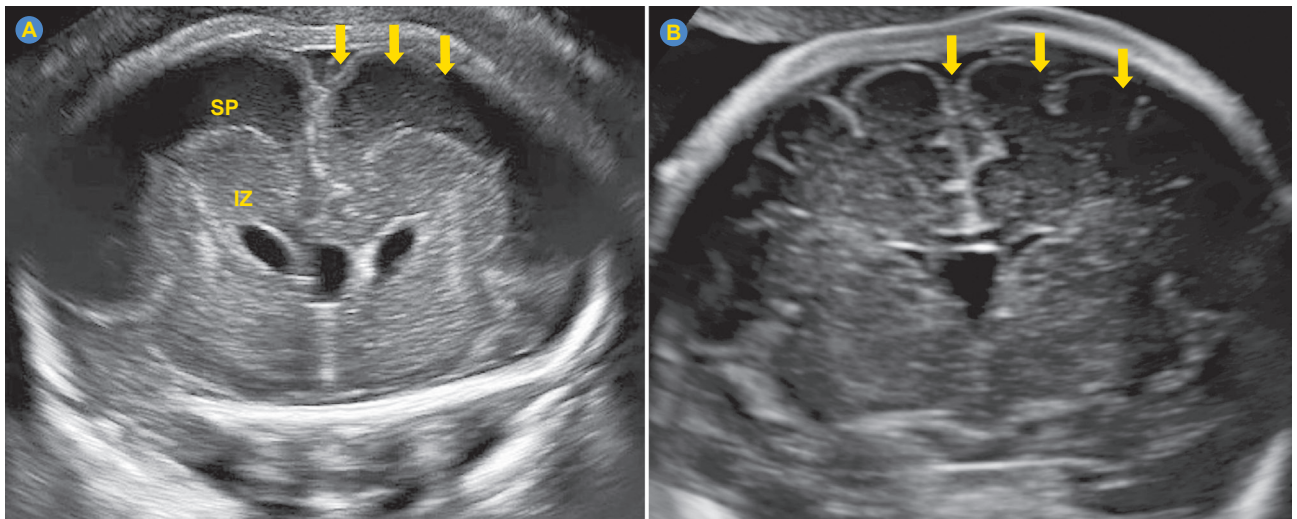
(A): image of transvaginal neurosonography performed in the current case, at 34 weeks of gestation. Coronal section image of the fetal's brain, where the intermediate zone (IZ) and the subplate zone (SP) are easily identifiable. This image shows a clear persistence of a laminar pattern, which is anomalous at this gestational age. (B): a transvaginal neurosonography performed at 33 weeks of gestation in a normal fetus. Coronal section image of brain with no evidence of separate subplate and intermediate zones. The arrows show normal sulcation of the brain on the right, and its absence on the left.
